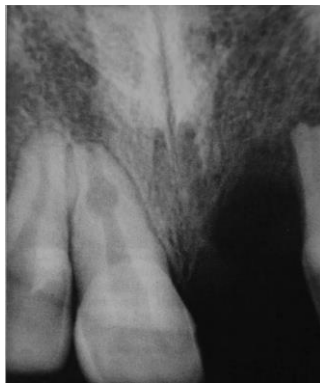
Radiografía de reabsorción radicular interna.
